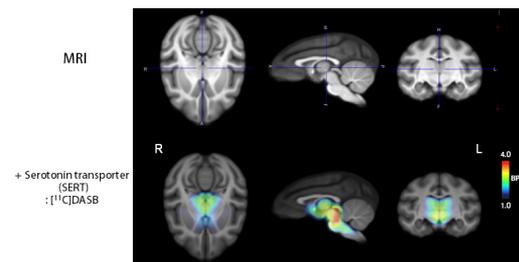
脳内の SERT 特異的リガンドを用いたアカゲザルの PET 画像
